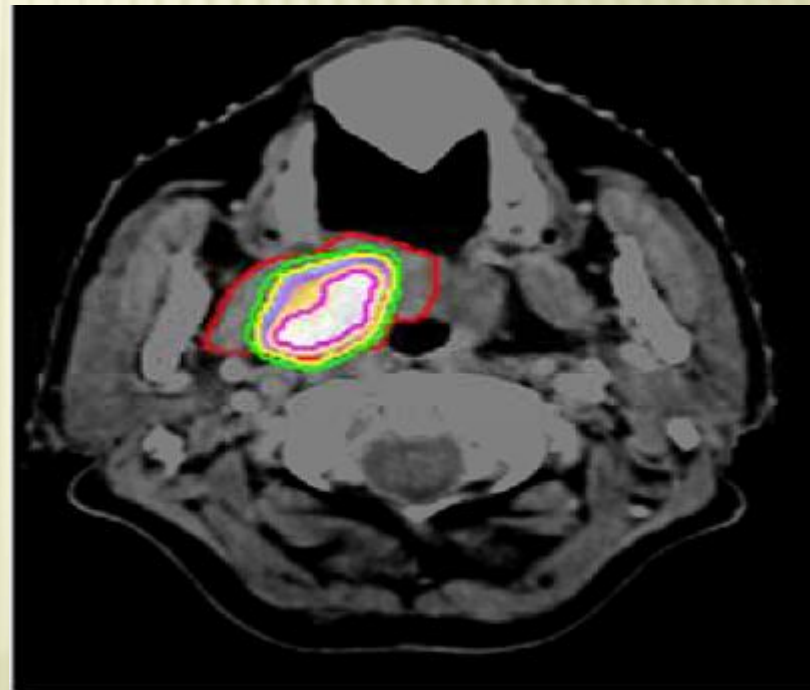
^{18}F -FLT PET/CT image of T3N0M0 oropharyngeal tumor before radiation therapy. Shown are GTV_{CT} (red), GTV_{SBR} (green), and GTV_{50%}. GTV_{90%} is highlighted in pink.
